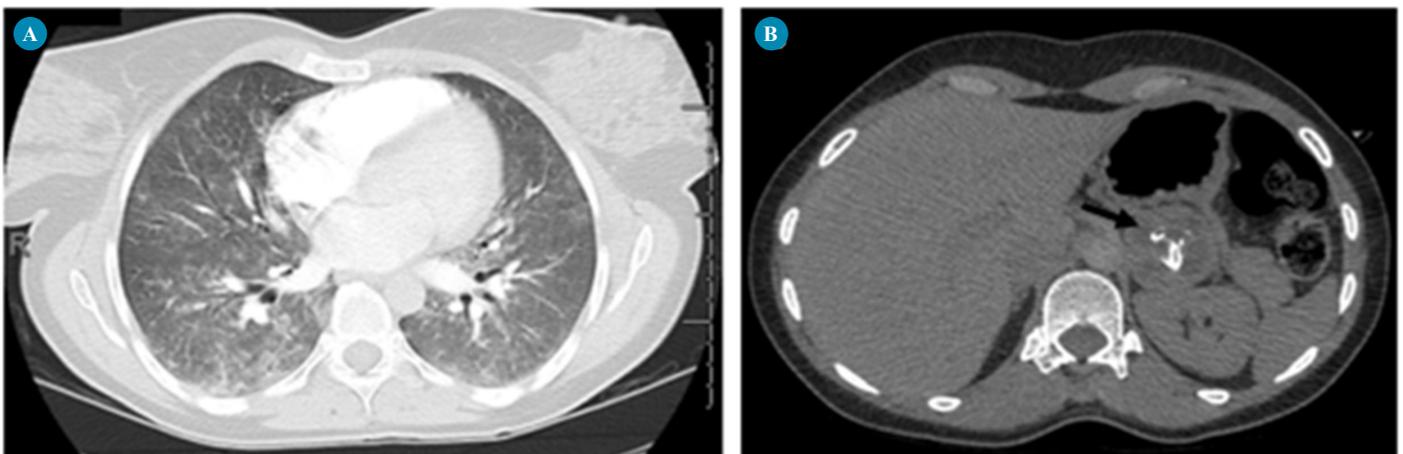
Angio-TC torácica. A) Extenso infiltrado pulmonar bilateral alveolar confluyente centrilobular, associado a densificação difusa do espaço claro pulmonar em vidro despolido. B) Lesão aparentemente quística complexa, parcialmente calcificada, com cerca de 44 mm, imediatamente anterior ao rim esquerdo.
